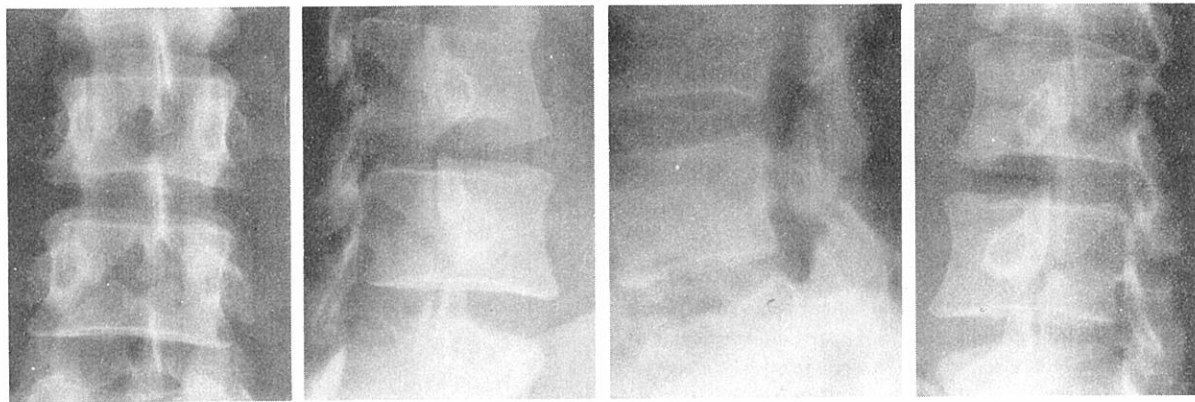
Antero-posterior, lateral and oblique lumbar spine roentgenograms of 15 January 1968 showing minimal interval increase in width of the two isthmus defects of L-4, and a slightly greater anterior displacement of the L-4 arch just above the defect on the lateral projection.
